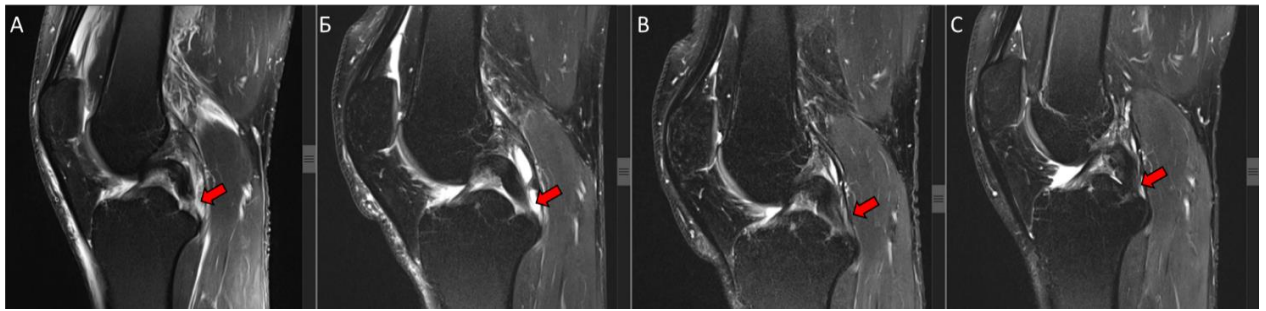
МРТ правого КС в сагитальной проекции (А. 1 сутки после травмы, Б. 6 недель после травмы, В. 3 месяца после травмы, С. 12 месяцев после травмы (стрелкой обозначен разрыв ЗКС))
